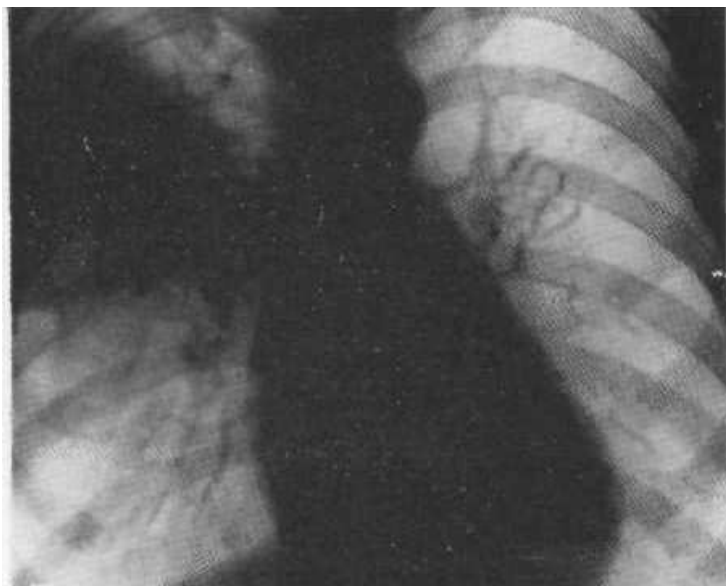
Оглядова рентгенограма.
